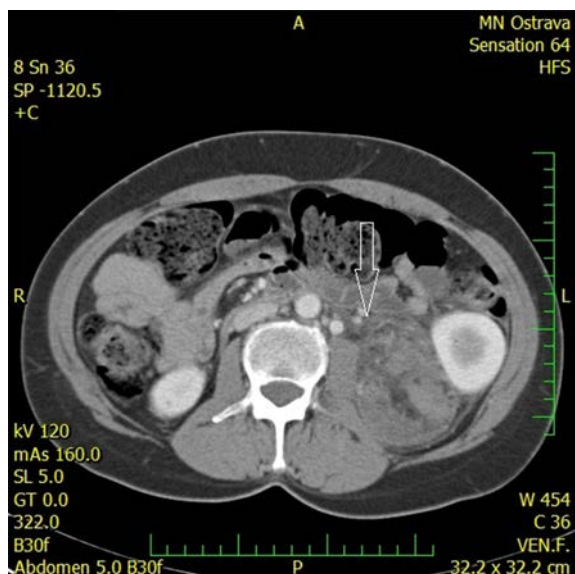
CT venózní fáze, transversální řez: AML levé ledviny velikosti 71 x 64 x 119 mm s perirenálním hematomem
